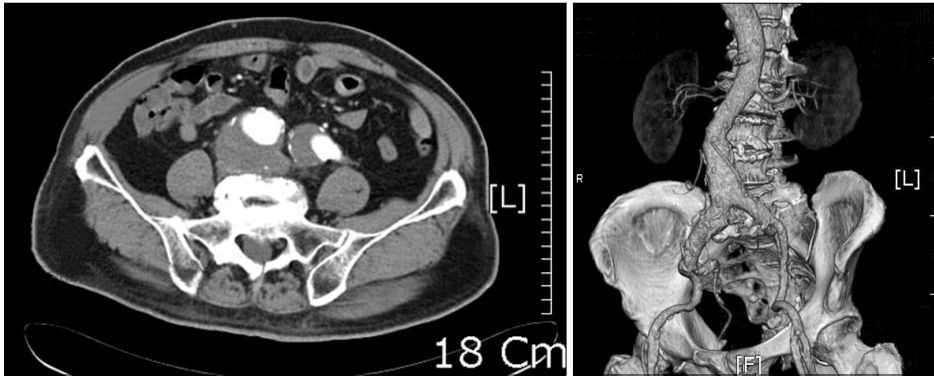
Preoperative CT angiogram demonstrated bilateral common iliac artery aneurysm coexistent with mild abdominal aortic aneurysm.
